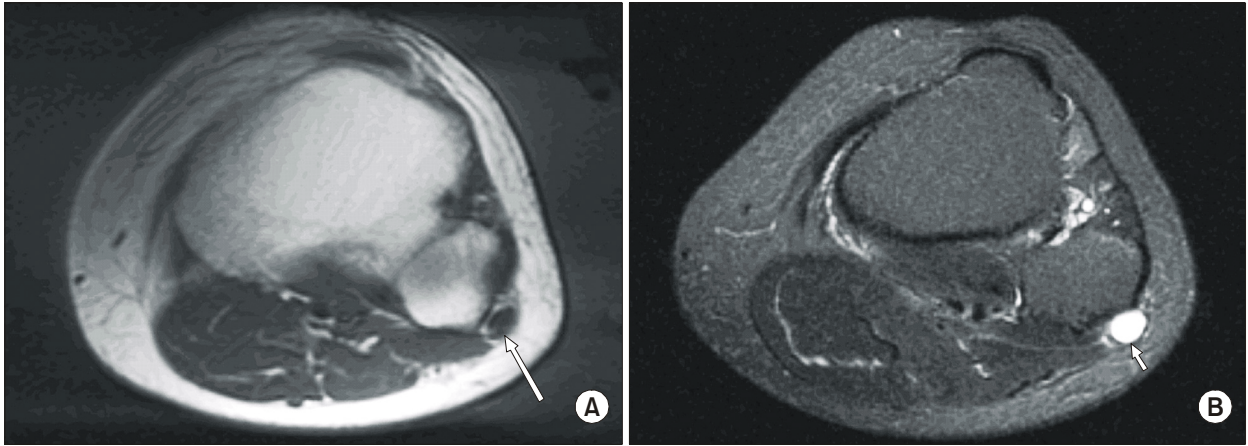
T1 weighted axial (A), T2 weighted axial (B) MR images of the leg showing a round cystic lesion (arrow) along the course of the common peroneal nerve.
